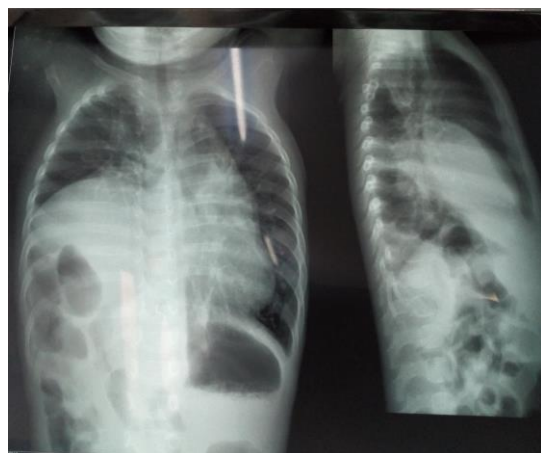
Radiographie thoracique de face et profil montrant des opacités interstitielles parenchymateuses bilatérales avec présence de l'opacité hépatique et des clartés digestives intra-thoraciques.
